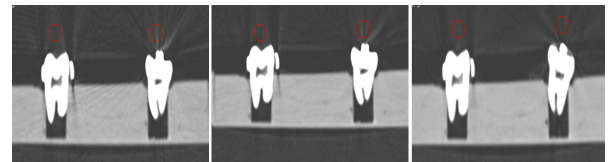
Measurement of CT value for kVp variation.
